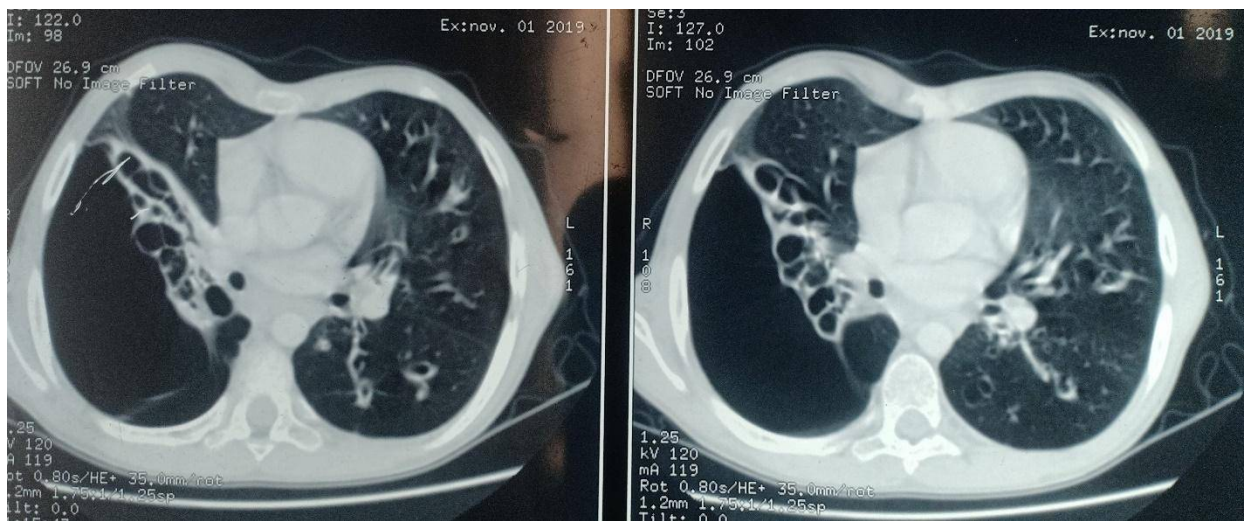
TDM thoracique montrant une image en faveur d'une malformation adénomatoïde kystique pulmonaire avec des images de bronchiectasie en controlatéral
